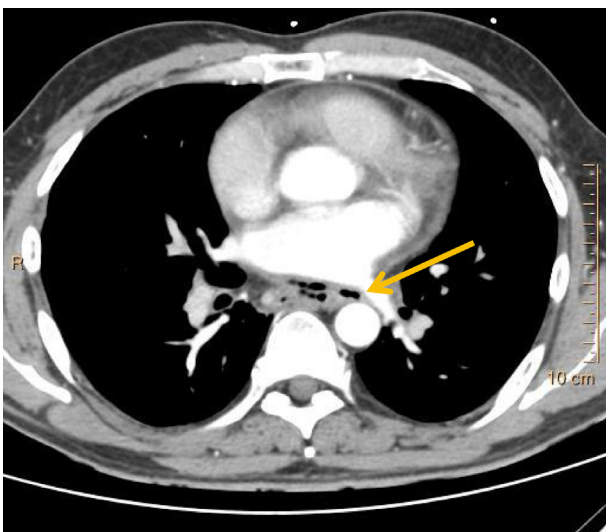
TDM thoracique avec injection du produit de contraste : début de médiastinite sur des bulles d'air extra digestives médiastinales (flèche jaune) ; pas de collection importante intra médiastinale.
